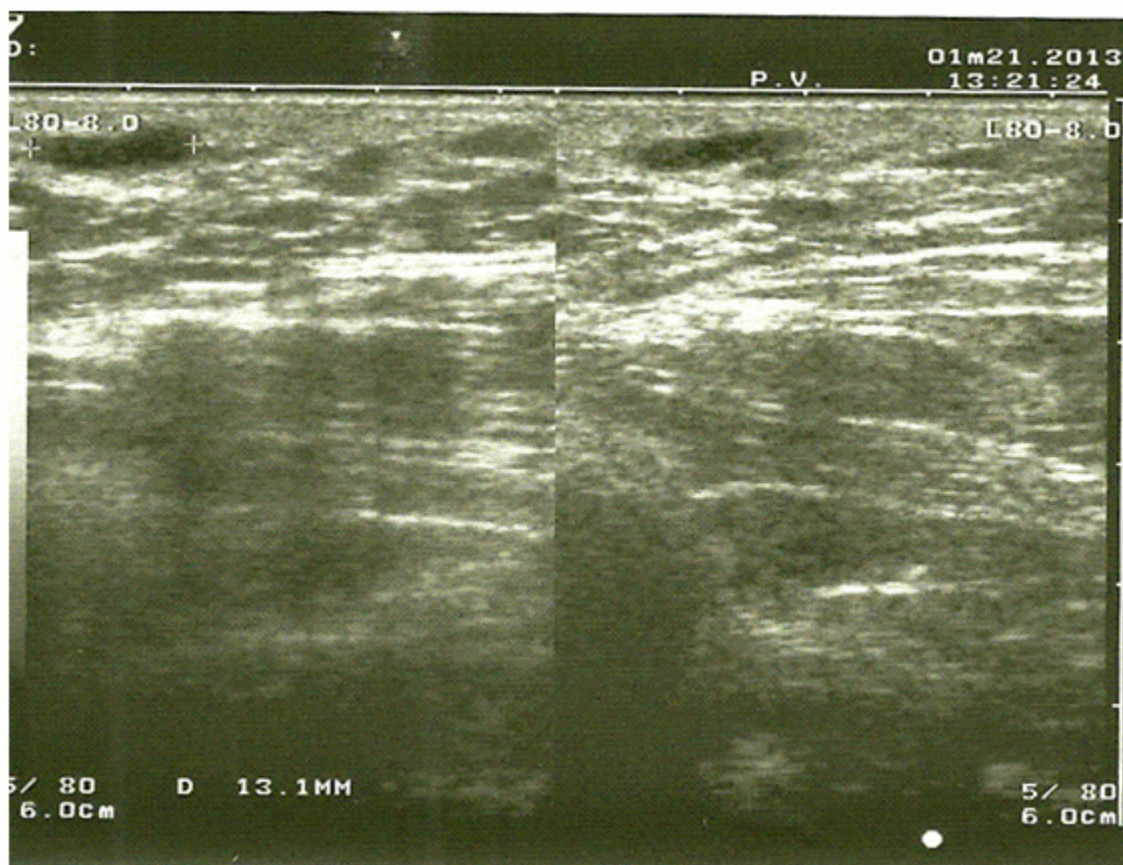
Ultrasonido: donde se constata que la imagen redondeada radiopaca descrita en mamografía correspondía con ectasia ductal.
